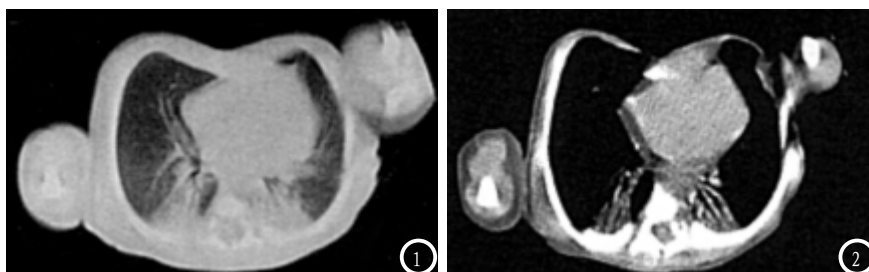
CT平扫肺窗示患者两肺下叶背段出现斑片状高密度影。图2 CT平扫纵隔窗示患者两肺下叶背段实变影, 同时出现支气管充气征。
